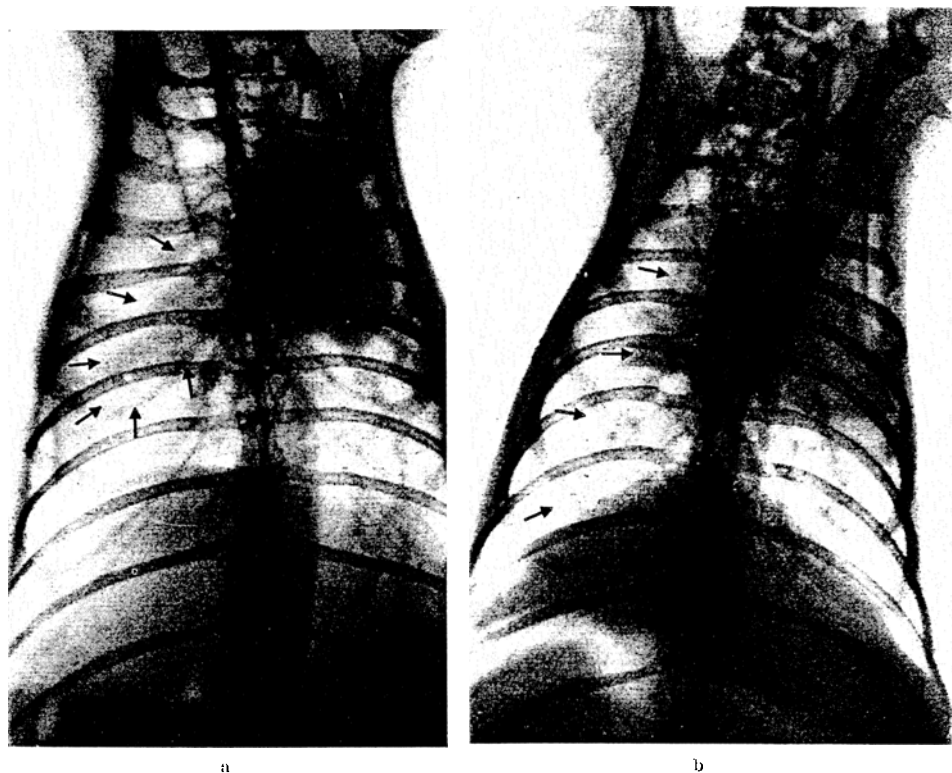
Röntgenaufnahme von Kaninchen im Versuch 3 zu Beginn (1a) und Schluß (1b) der Füllungsserie. Die Grenze des Luftmantels ist mit Pfeilen markiert.
